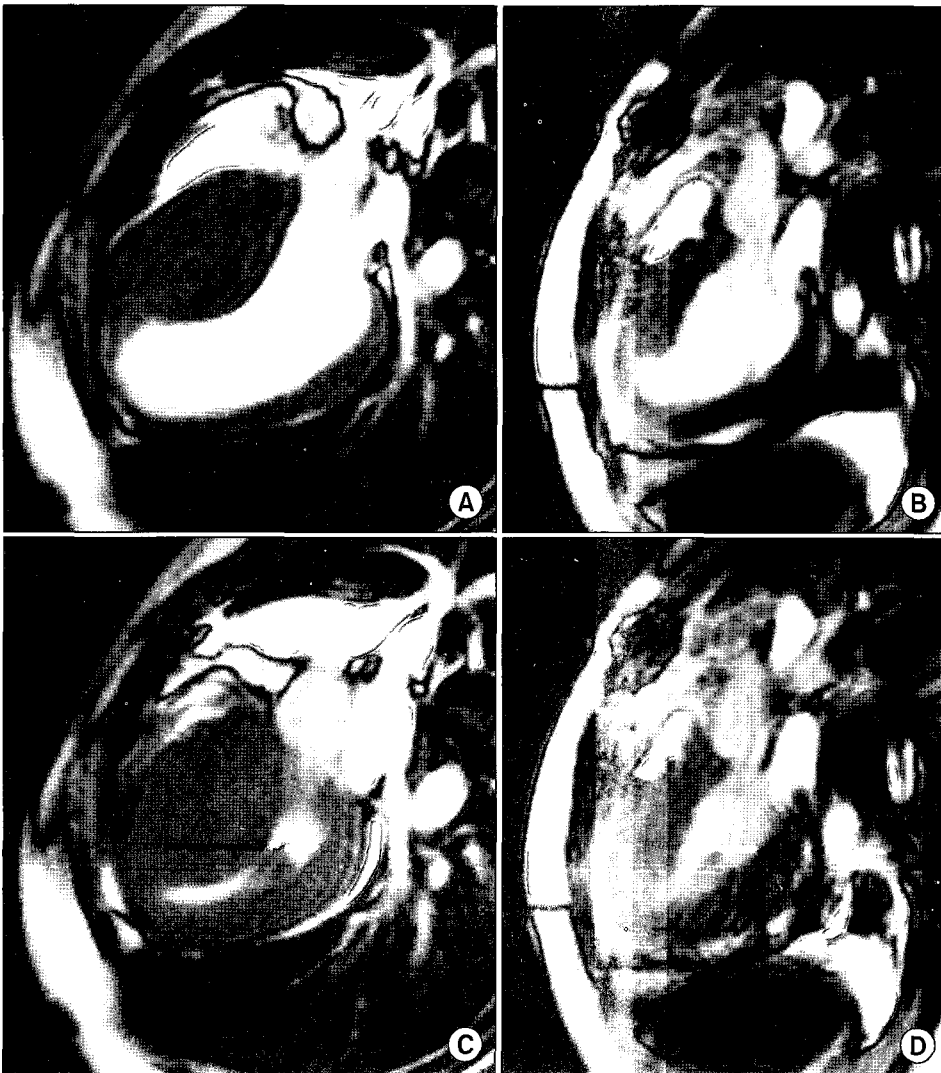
Preoperative cardiac MRI (diastolic A, systolic C), postoperative cardiac MRI (diastolic B, systolic D). MRI=Magnetic resonance imaging.
